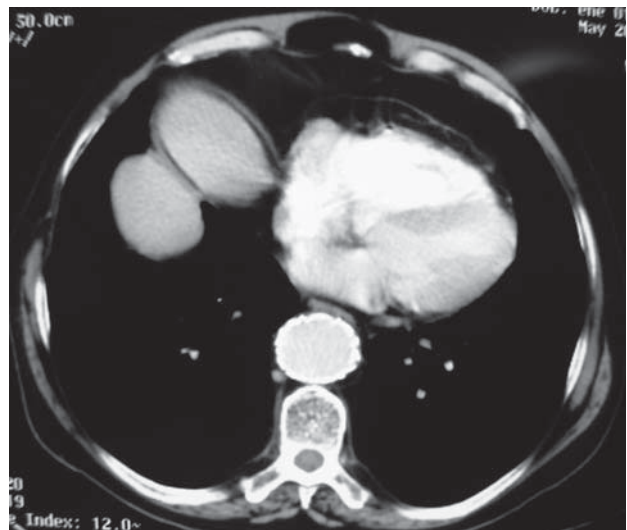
Tomografía computarizada de control realizada a los 2 meses del implante de la endoprótesis. En el corte sagital, al nivel donde debería estar la úlcera penetrante, se observa la imagen de la endoprótesis, correctamente posicionada, y la ausencia tanto de la úlcera como del hematoma intramural.
